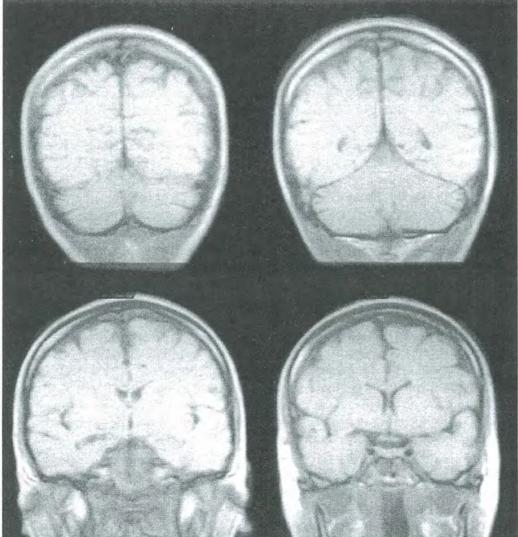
Больная Γ . MP-томограмма головного мозга: расширение конвекситального пространства.
